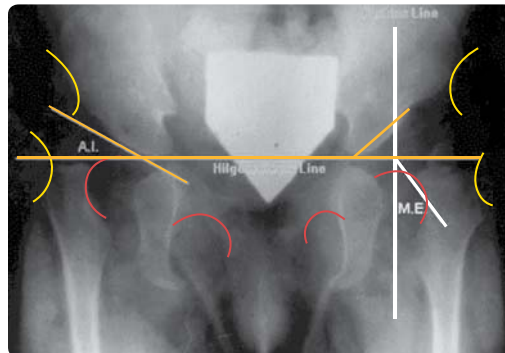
Оцінка рентгенограми за схемою Хільгенрейнера при двобічному вродженому вивиху стегна
